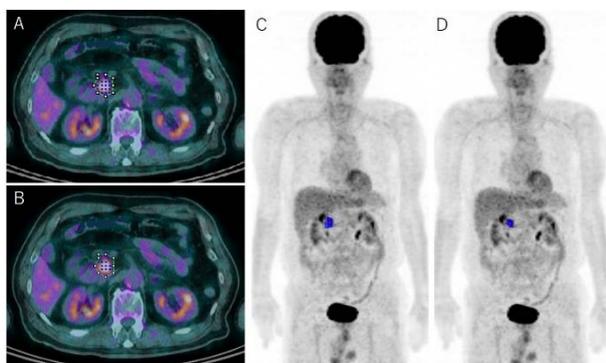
同一患者の FDG-PET/CT において、測定法による MTV の違いを示す。青で示すのが MTV として定義された領域。A,C が SUV>2.5 で定義された MTV (MTV2.5) を、B,D が SUV>41% で定義された MTV (MTV41%) を示す。MTV2.5 に比べて MTV41%が小さくなっている。
